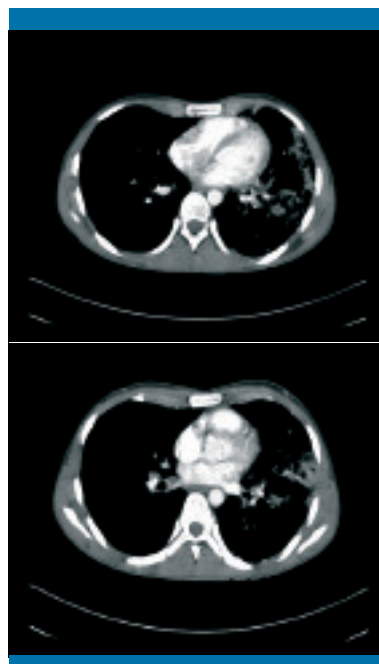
Tomografía computarizada pulmonar: diseminación broncogena pulmonar
